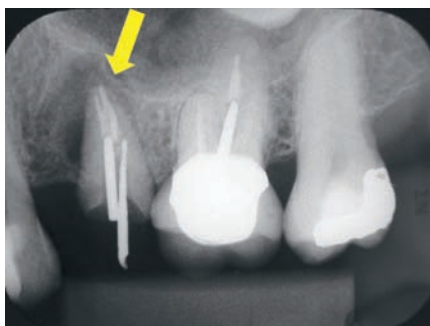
Рентгенограмма до операции (случай 2)
